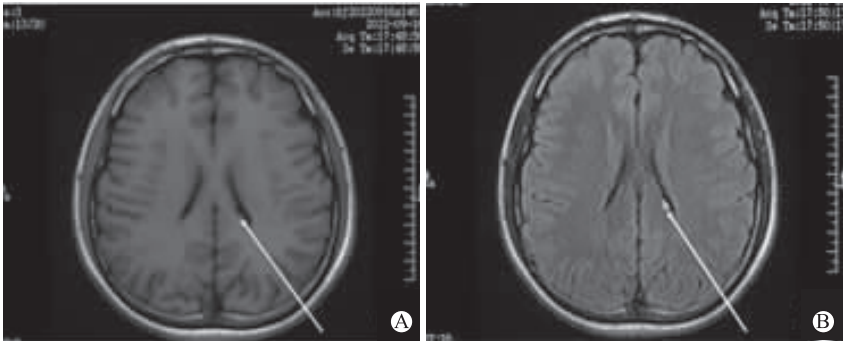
头MRI表现 A为T₁液体衰减反转恢复序列(fluid attenuated inversion recovery,FLAIR)像;B为T₂FLAIR像,箭头所指为病灶
